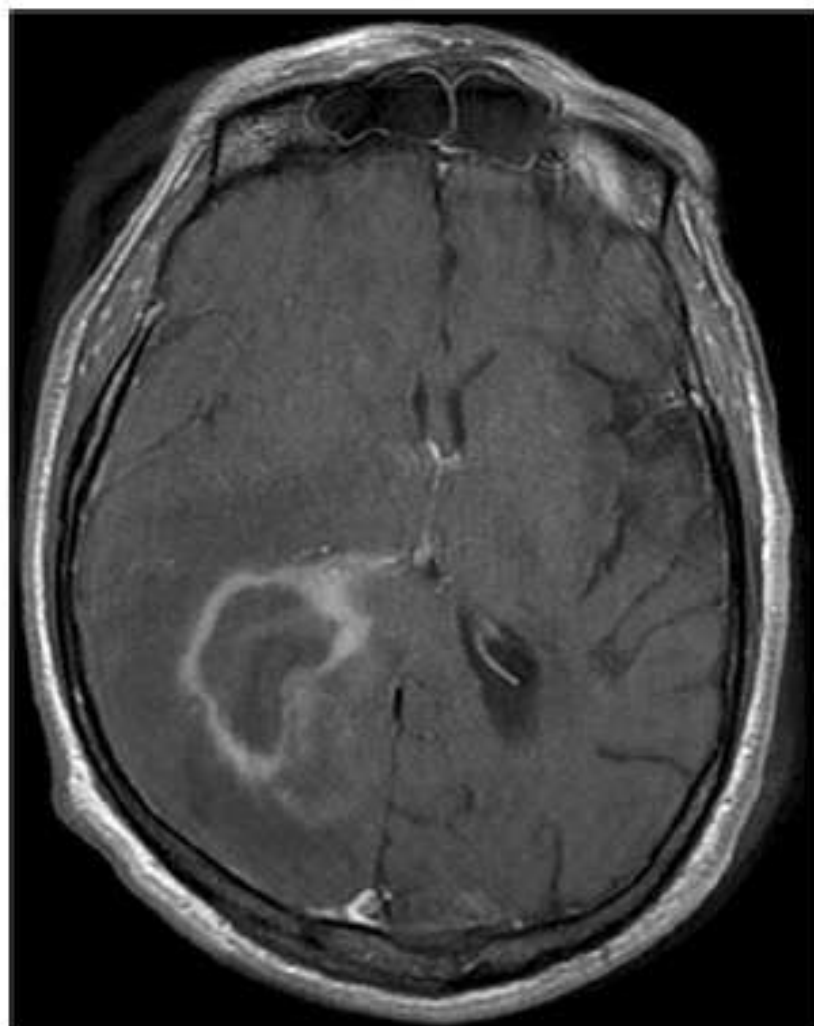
Brain MRI: axial T1 image of a HIV-infected patient with PCNSL showing an irregular ring-enhancing lesion in the periventricular region. Photo courtesy of Dr. Frank Gaillard, <http://radiopaedia.org/articles/primary-cns-lymphoma>
